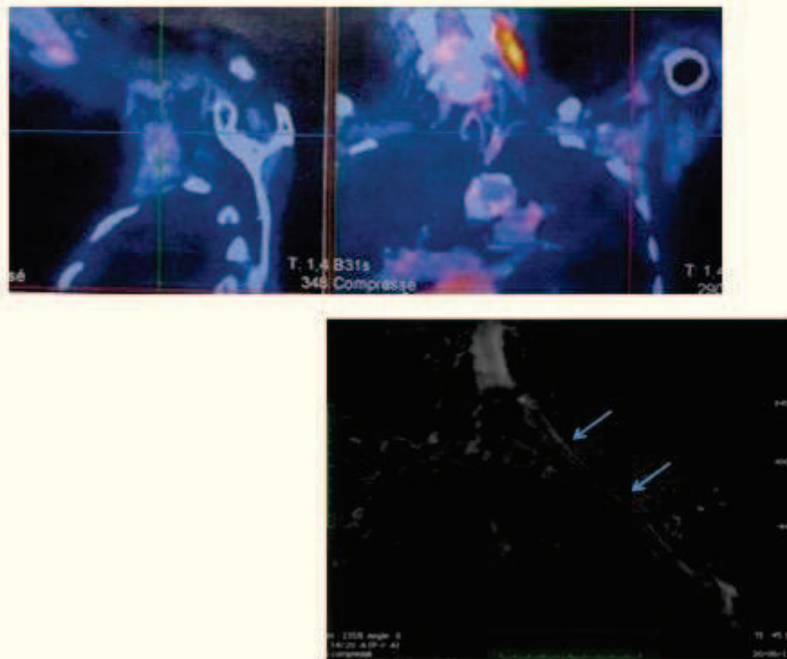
36 FIBROSE ET LYPHOEDEME DU MEMBRE SUPERIEUR ASPECTS CLINIQUES ET RADIOLOGIQUES
